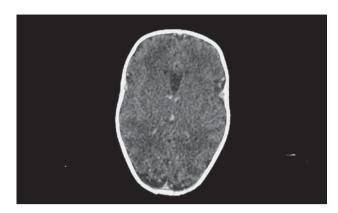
Компьютерная томограмма головного мозга после рождения. Долихоцефалическая форма головки плода.
